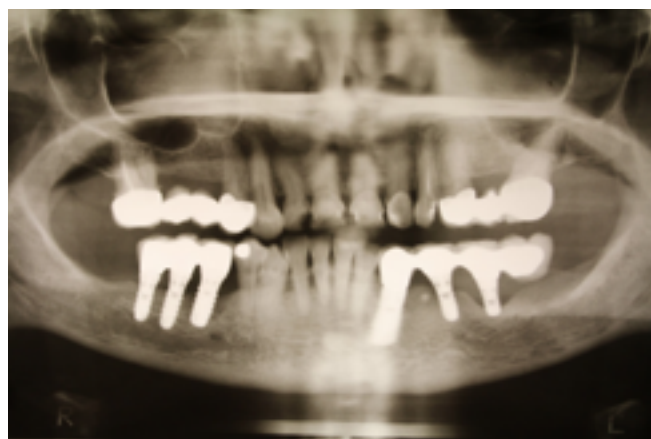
Ортопантомограмма. Перимплантит
